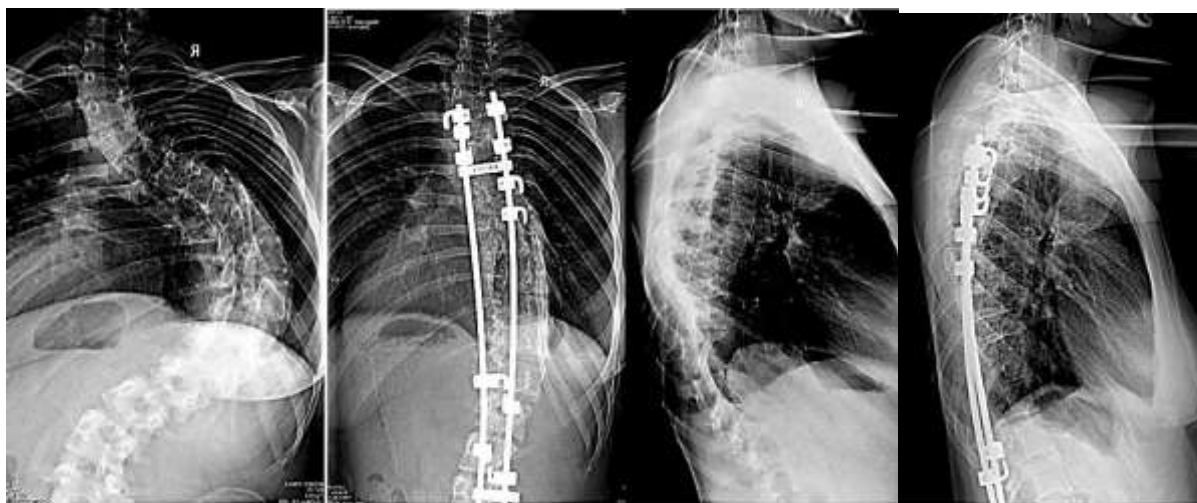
Рентгенологическая динамика у больной после удаления фрагмента кости из позвоночного канала. Сохранены коррекция деформации позвоночника и баланс туловища
